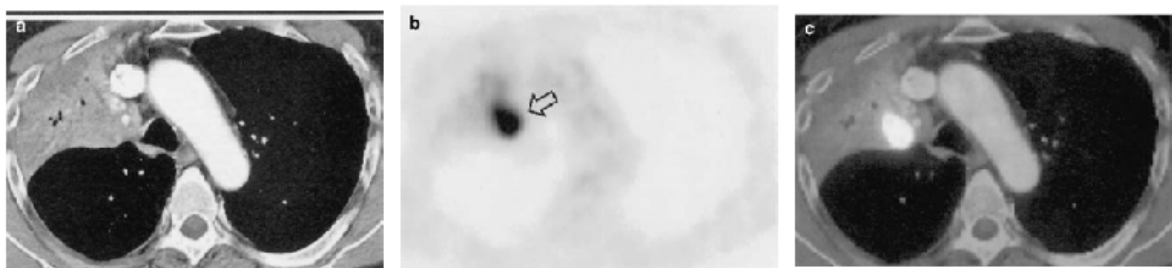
Apresentação das duas modalidades de imagem e o sistema híbrido para um corte. *a)* imagem TAC, *b)* imagem TEP, *c)* imagem TEP/TAC. Em *a* a secção parece não possuir anormalidades. Já em *b* observa-se uma lesão e através da imagem *c* a lesão pode ser localizada anatomicamente com maior grau de certeza [10].
